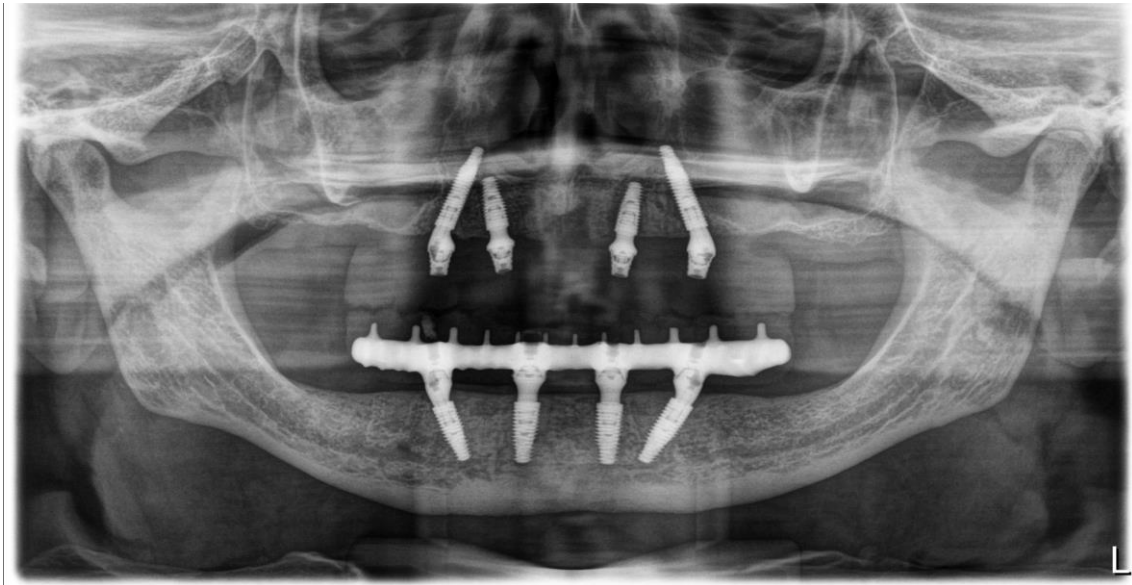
Radiografia panorâmica obtida após instalação da prótese superior
